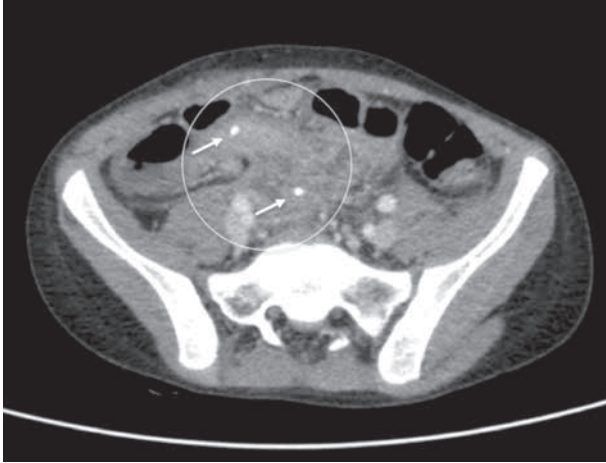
Corte transversal de TC abdominal. Se observa apéndice de gran tamaño (círculo) con dos apendicolitos en su interior (flechas).
